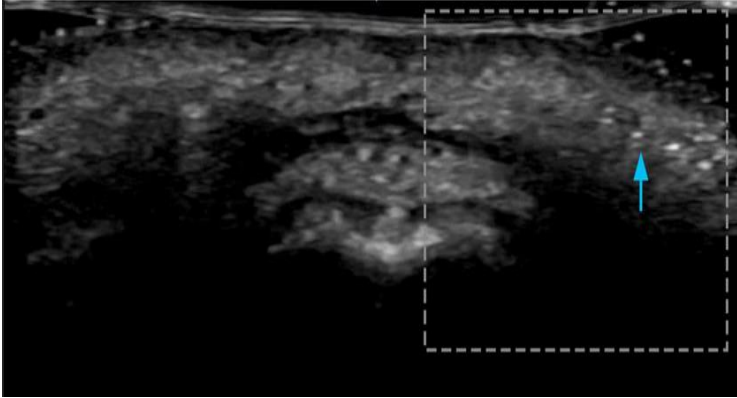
7 ay önce orta yüz bölgesine enjekte edilmiş PLLA . USG'de alt dermis ve hipodermiste yaygın benekli bir görünüme neden olan hiperekoik alanlar (mavi daireler)
